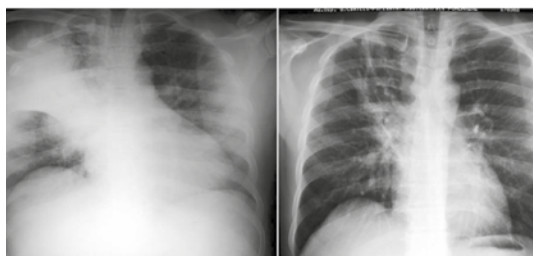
Polmonite del lobo sup.ds da legionella. Anni 34, di sesso maschile. Non patologie degne di nota; febbre alta da 4 giorni. Leucocitosi, aumento delle transaminasi, disprotidemia, ipossiemia arteriosa. Quadro radiologico: area di consolidazione parenchimale a carico del lobo sup.ds, visibilmente ridotta nella radiografia di destra. Antibiotico terapia: Cefotaxime, Azitromicina. Le due radiografie sono state eseguite a distanza di un mese l'una dall'altra.
